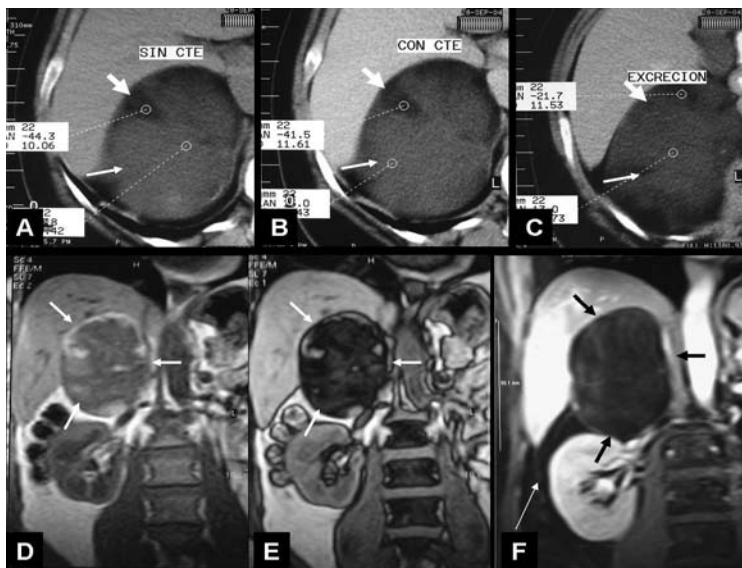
Adenoma suprarrenal atípico: Tomografía computada a) Sin contraste y con contraste b) Fase arterial, c) Fase tardía: voluminosa masa suprarrenal, heterogénea, con áreas adiposas (flechas cortas) y otras de comportamiento variable (flechas largas), de difícil caracterización. Resonancia magnética (imágenes de frente) con corrida química d) En fase e) Fuera de fase, donde se aprecia fuerte caída de señal, traduciendo alto contenido adiposo. f) Con contraste y supresión grasa, la lesión (flechas cortas) no muestra captación de contraste (la aorta y el riñón se tiñen) y la señal de grasa se anula (negra), al igual que la grasa perirrenal (flecha larga)
